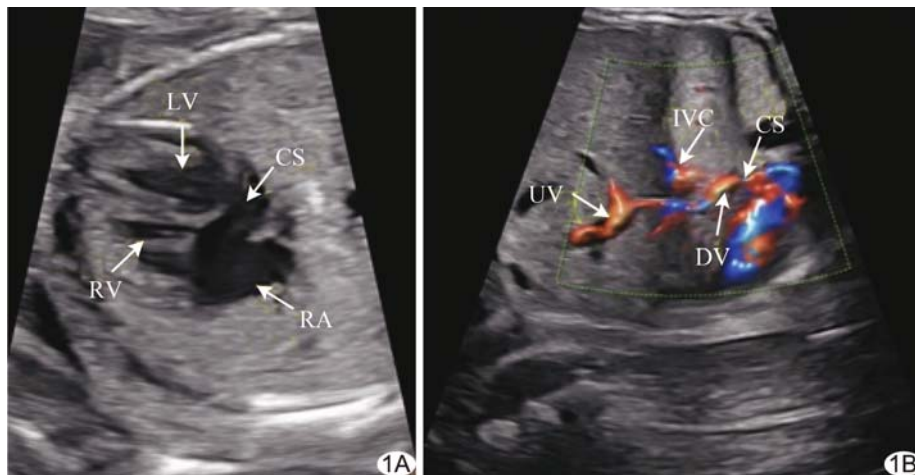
产前超声诊断胎儿 DV 异位引流流入 CS A. 低位四腔心切面超声声像图; B. DV 矢状切面超声声像图 [IVC: 下腔静脉(inferior vena cava)]
